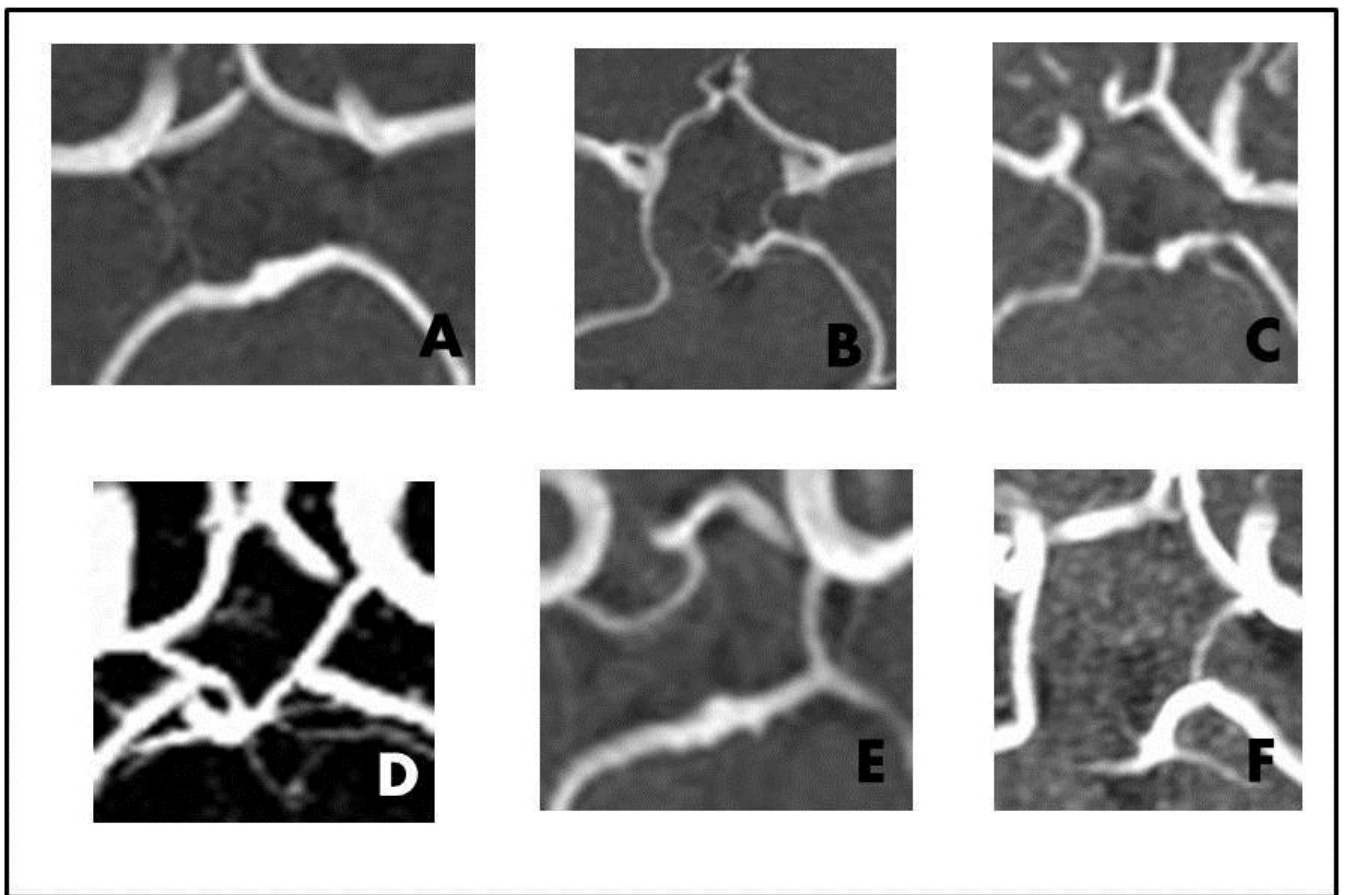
Variações morfológicas nos círculos arteriais cerebrais nas angiografias por ressonância magnética
